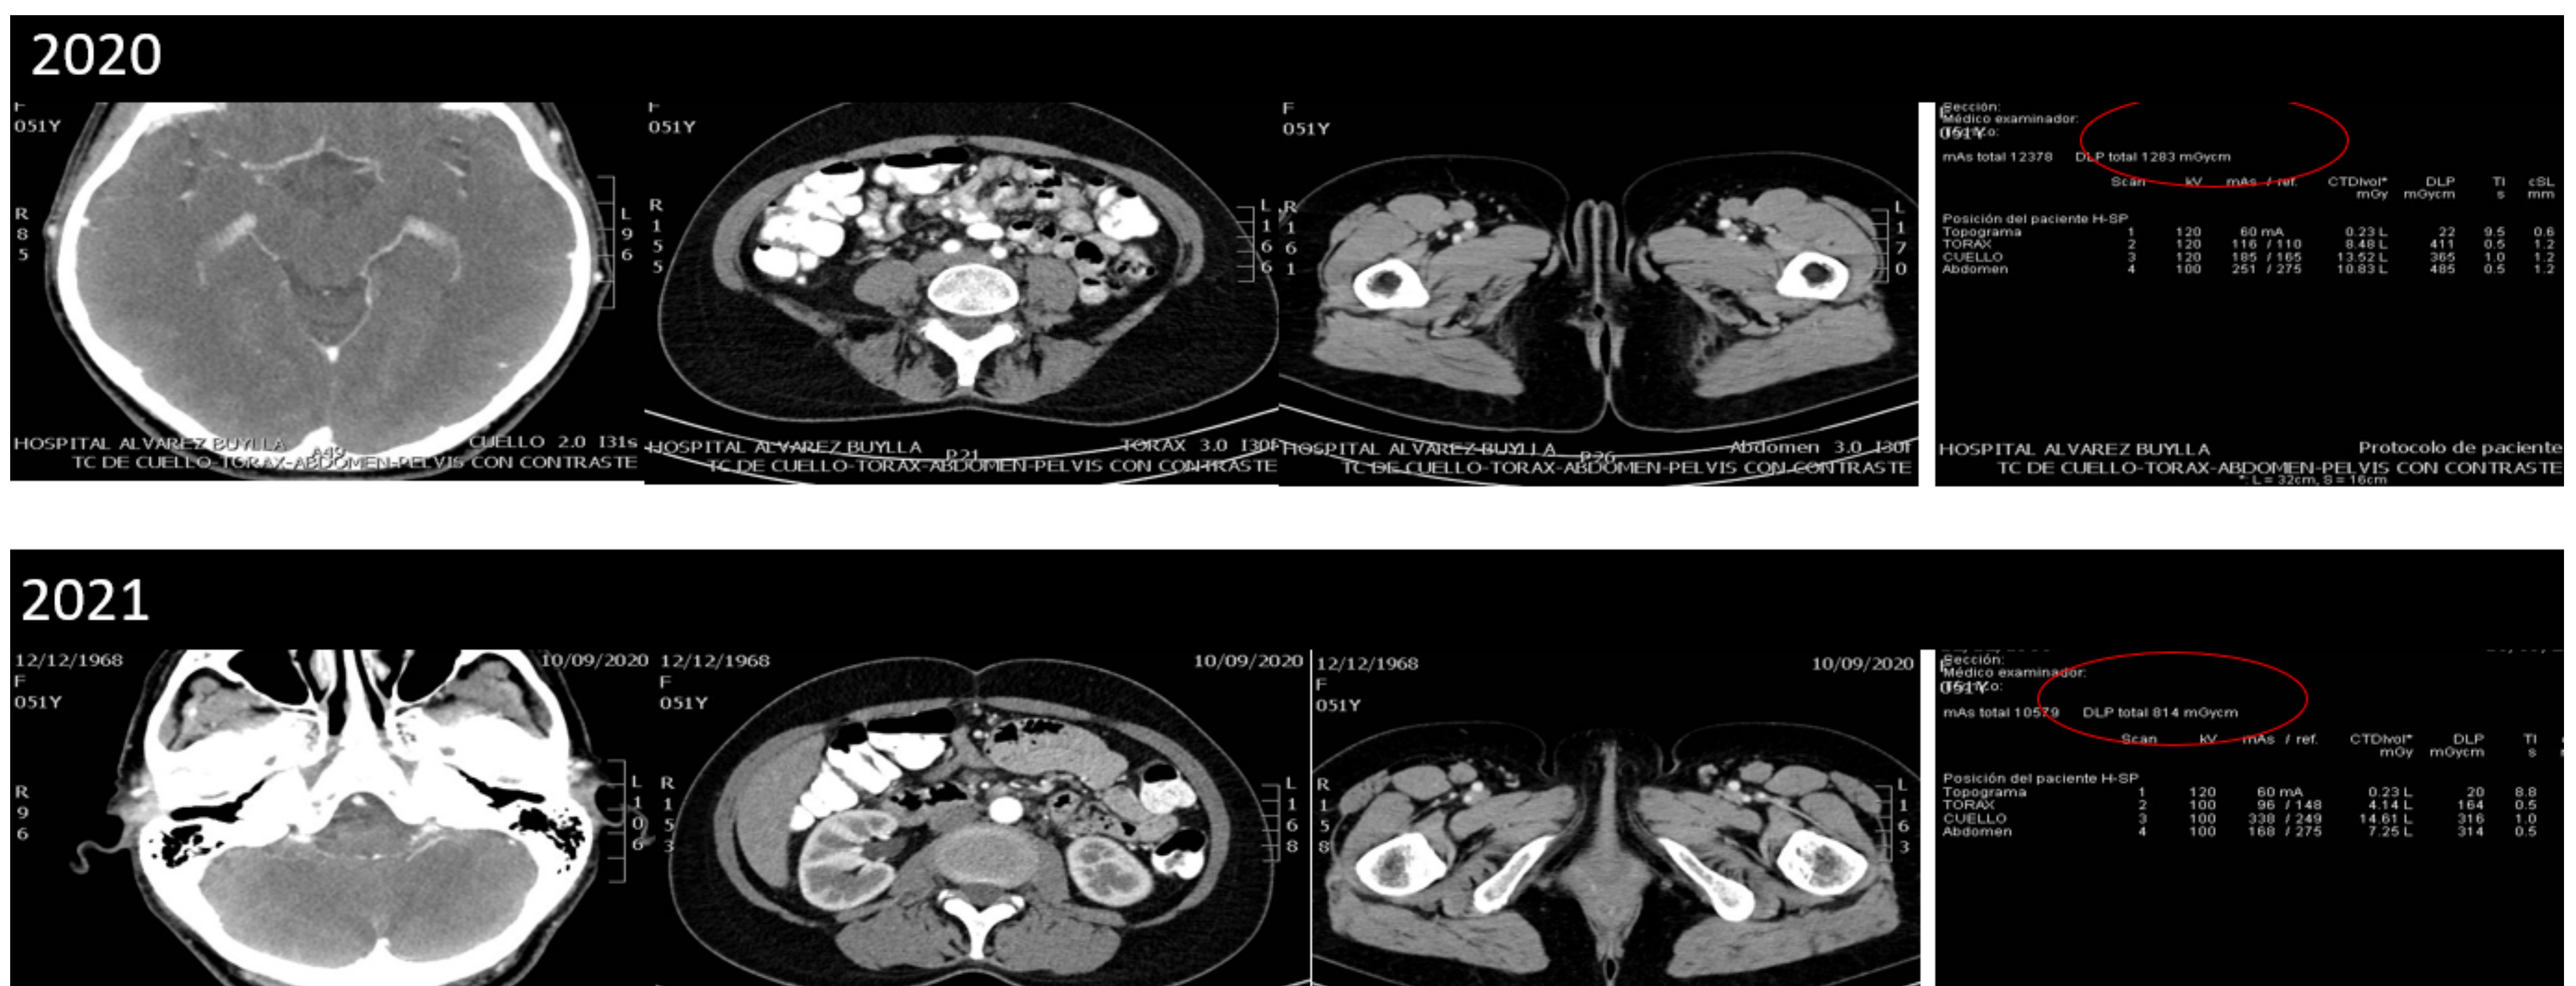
Mismo paciente oncológico en TC de 2020 y TC de 2021. En el primer estudio (2020) vemos como el campo de estudio de cuello llega demasiado alto, a la altura de polígono de Willis, la caja de tórax y abdomen superior se extiende hasta casi las palas iliacas y la de abdomen-pelvis se extiende por debajo de la sínfisis del pubis. Tras las acciones de formación de TSID, los estudios pasan a ser más ajustados al campo de estudio y se reducen las dosis emitidas (2021), en este caso de 1203 a 814 mGys.cm de DLP para un mismo paciente con estudio cuello-torax y abdominopélvico oncológico.
